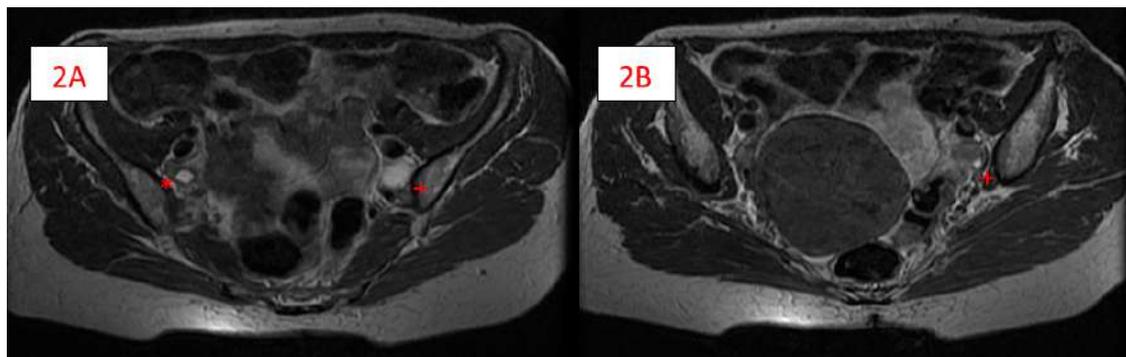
Imagen de RM secuencia T2 donde se observan ovarios en un corte axial. 2A: ovario izquierdo con un único folículo dominante (*), ovario derecho (+); 2B: Ovario derecho (+), sin relación con mioma uterino.
